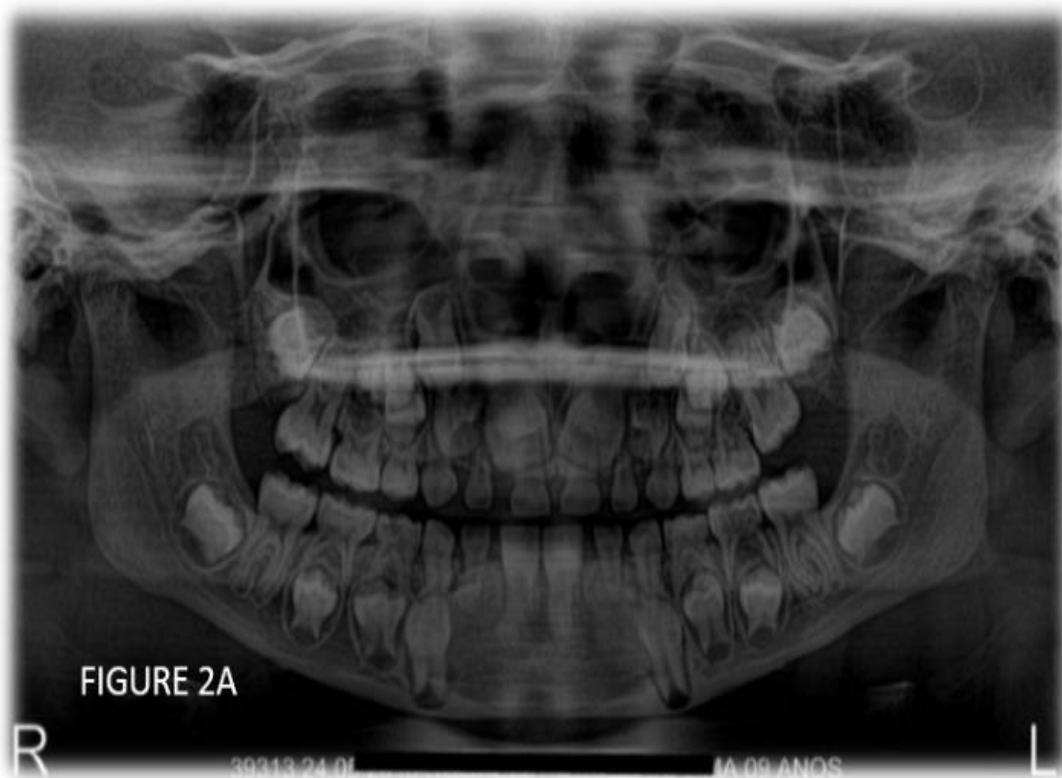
Radiografia Panorâmica.
